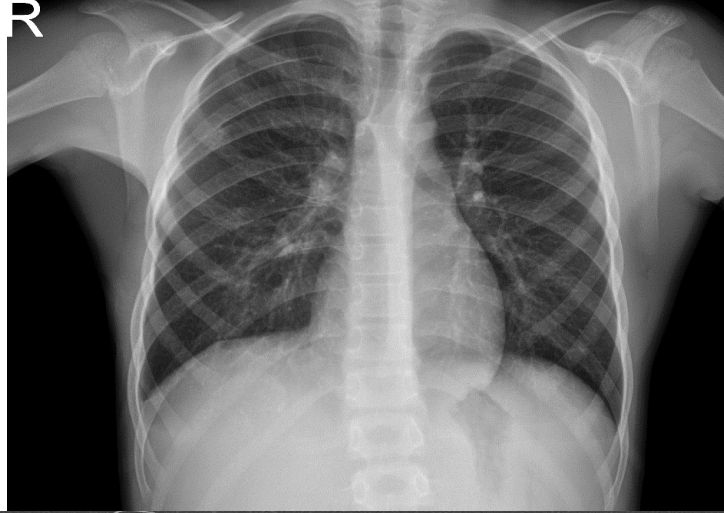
Pulmoner TB tanılı, 15 yaşında kız olgunun röntgenogramında sol akciğer alt lobda konsolidasyon-atelektazi, bronşiektazi, kavite formasyonu; sağ üst lobda konsolidasyon-atelektazi alanı izleniyor. Olgunun BT incelemesinde benzer bulgular mevcut.
